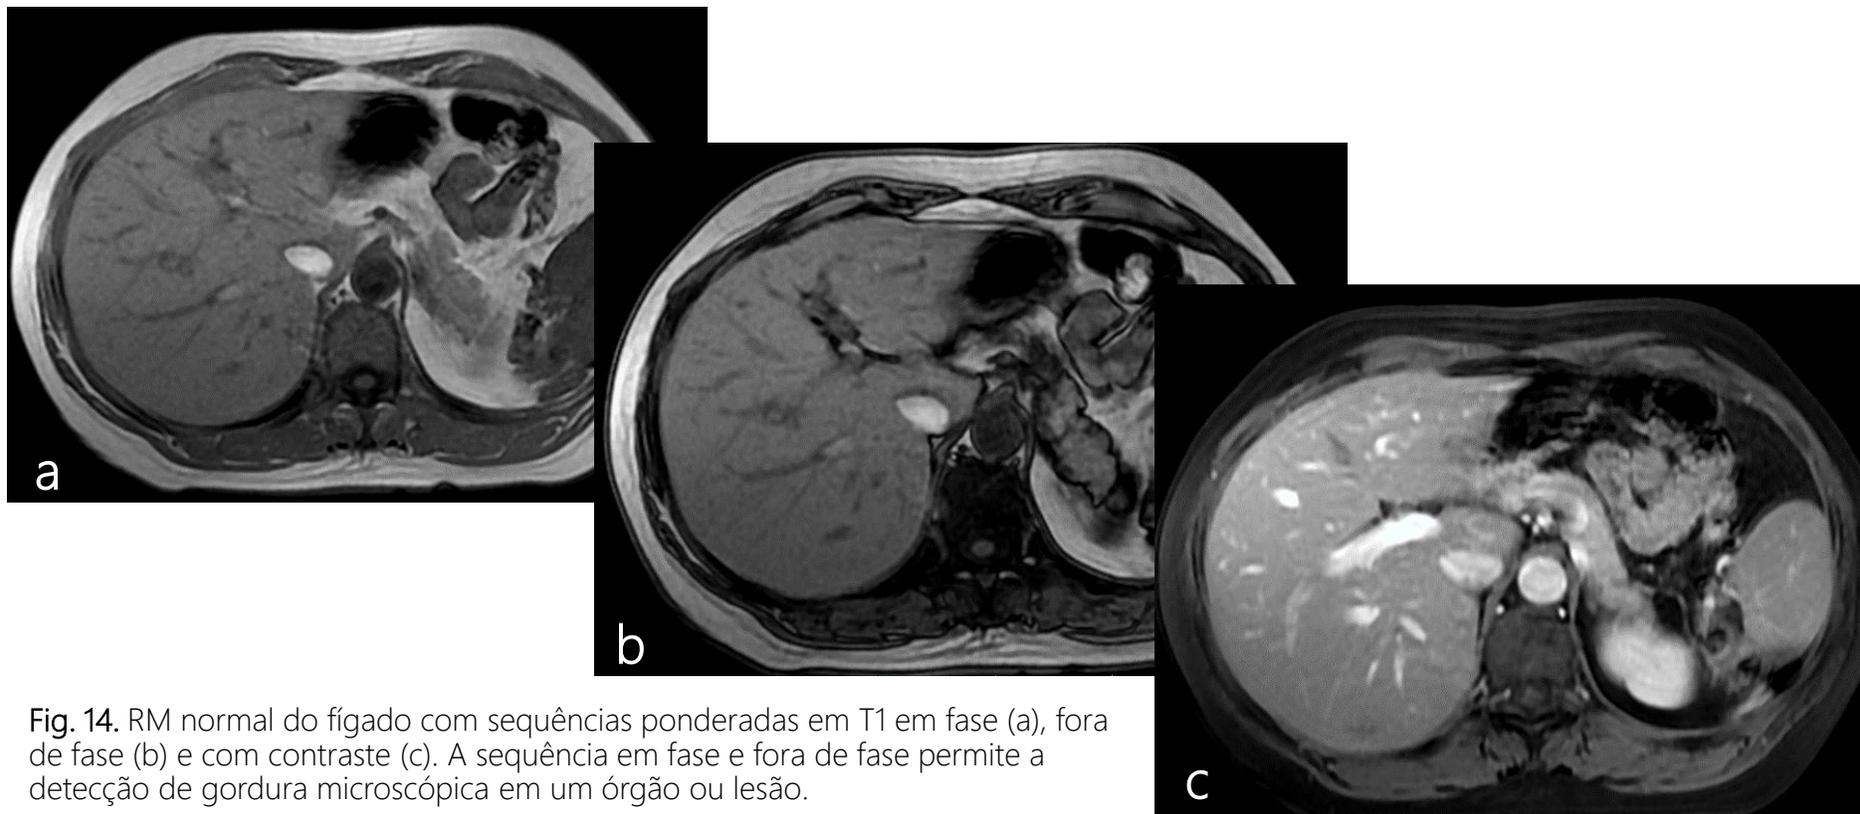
RM normal do fígado com sequências ponderadas em T1 em fase (a), fora de fase (b) e com contraste (c). A sequência em fase e fora de fase permite a detecção de gordura microscópica em um órgão ou lesão.
